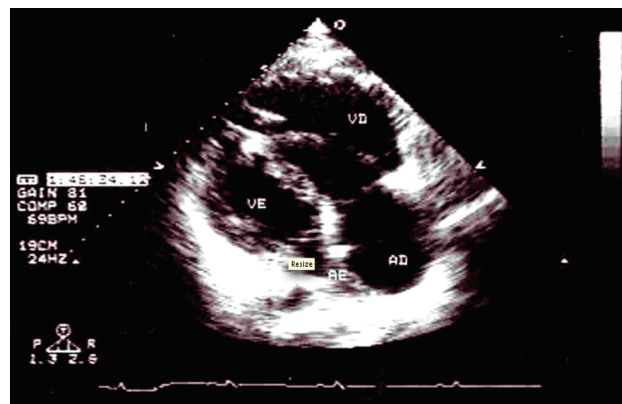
Ecocardiograma bidimensional na posição apical de quatro câmaras em sístole. Dilatação importante do ventrículo direito com múltiplos pequenos abaulamentos na parede livre do mesmo.
